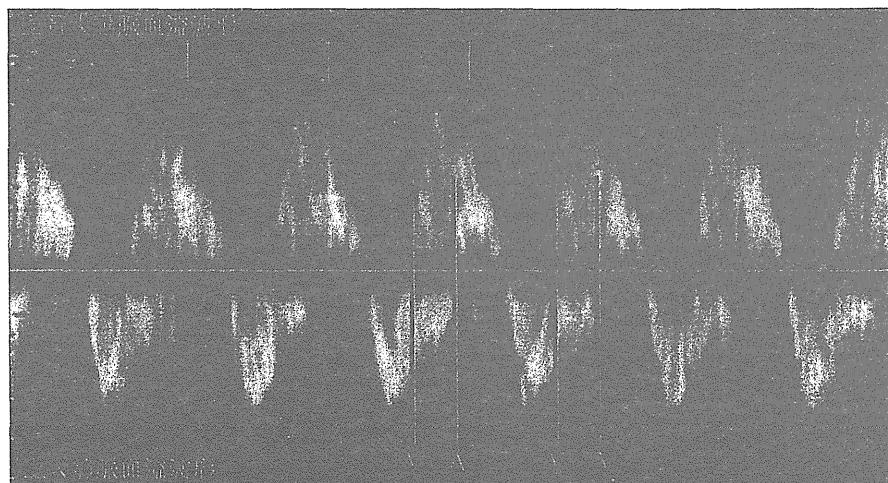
Short VA 上室性頻拍の上大静脈・上行大動脈同時血流波形Doppler所見
